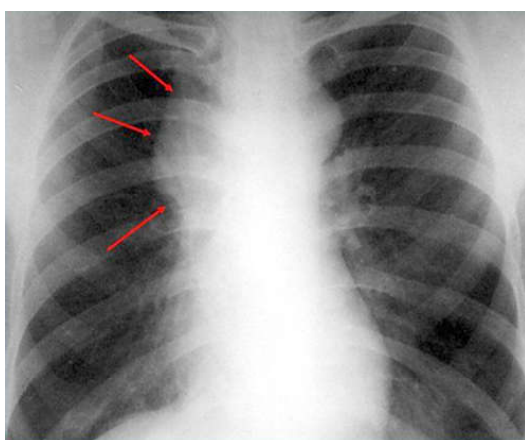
Рентгенограмма органов грудной клетки: аневризма восходящей аорты, характерный признак — совпадение начала аневризмы (стрелки) с началом аорты на уровне правого атриовазального угла
